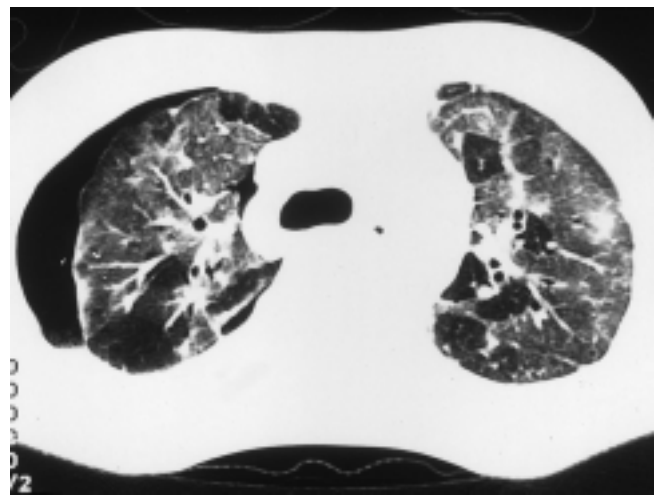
HR-CT eines Patienten mit pulmonaler Fibrose und Pneumothorax: milchglasartige flächenhafte Trübung.
